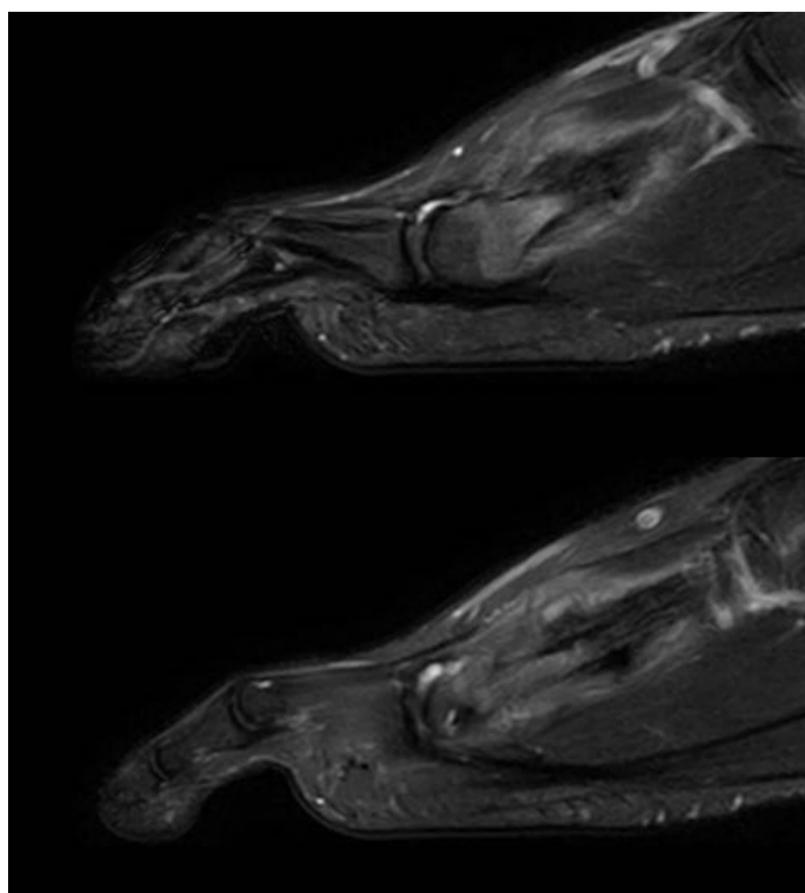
Se realiza TC plantar plano sagital. Se visualiza callo de fractura bien consolidada en el segundo metatarsiano (diafisaria) . No se demuestran signos de sospecha ni refractura del mismo
